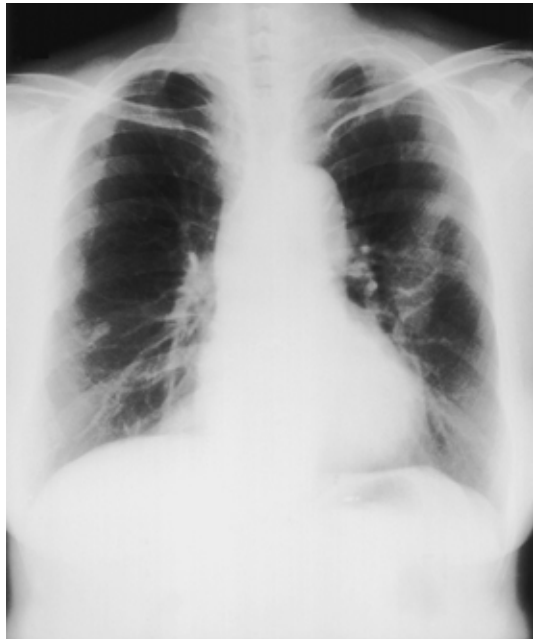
Chest X-ray on admission showed an infiltrating shadow in the left middle lung field.
